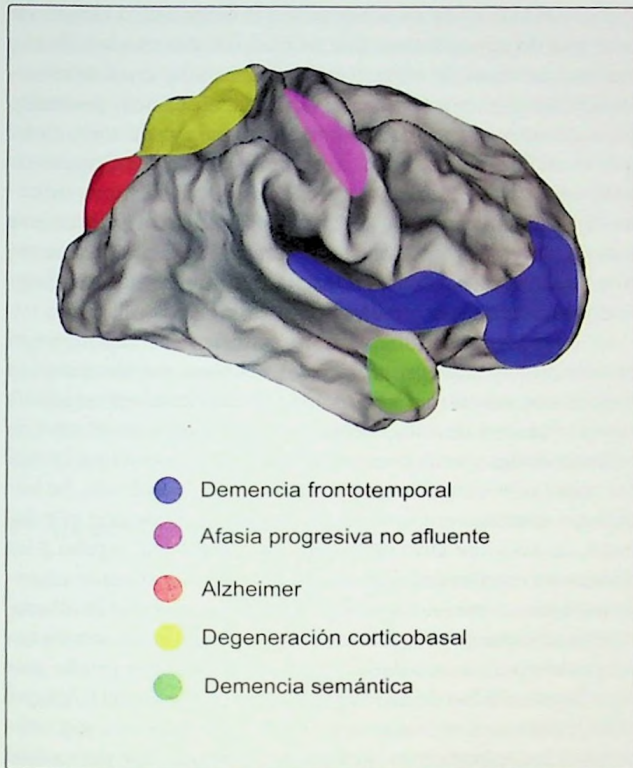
Representación del análisis de resonancia magnética funcional en estado de reposo en cinco diferentes grupos de enfermedades neurodegenerativas. Los diferentes colores denotan las anomalías en las regiones o circuitos funcionales que identifican a cada grupo de enfermedades.
